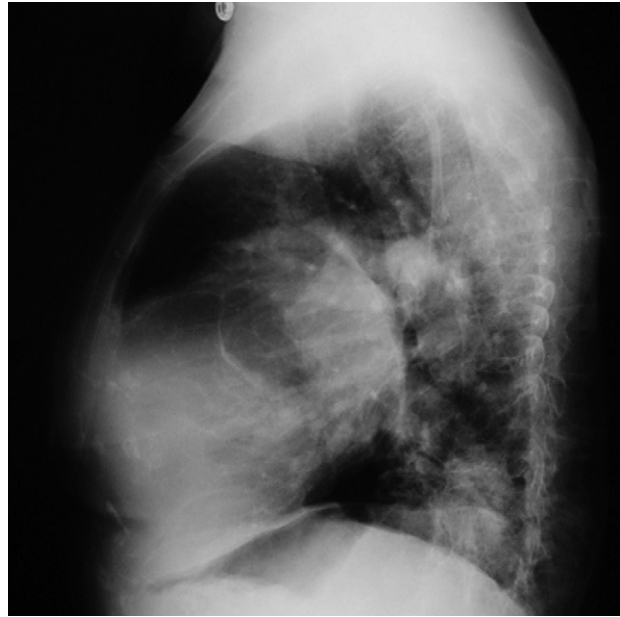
Radiografías posteroanterior y lateral de tórax.
